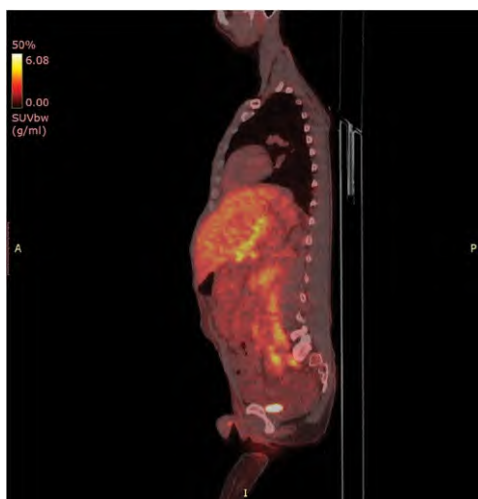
Инициальная ПЭТ/КТ
